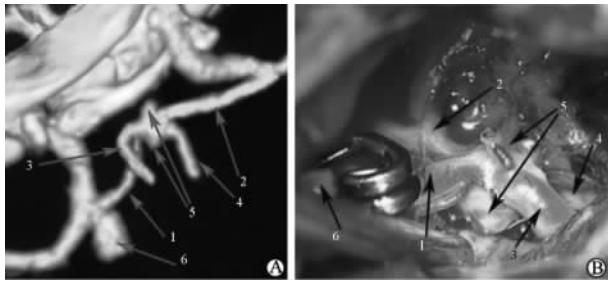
颅内多发性动脉瘤 3D-CTA 及术中所见
